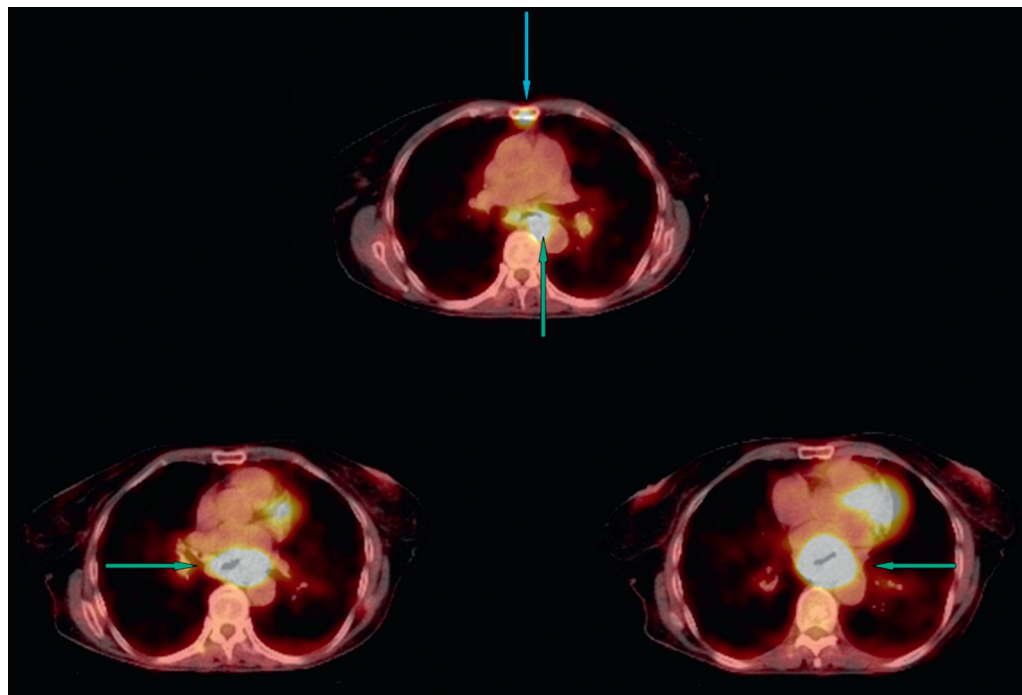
Tres cortes en axial que muestran la lesión infiltrativa hipermetabólica esofágica (flechas verdes) y el compromiso metastásico del esternón (flecha azul) con SUV: 7.0. Nótese cómo el engrosamiento esofágico causa estrechez de la luz del órgano.
